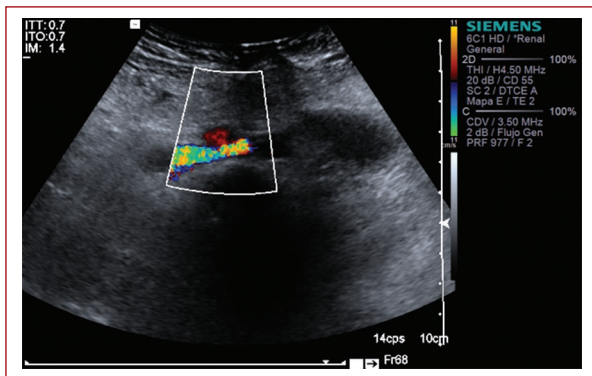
Ultrasonido Doppler con efecto color en arteria hepática.
